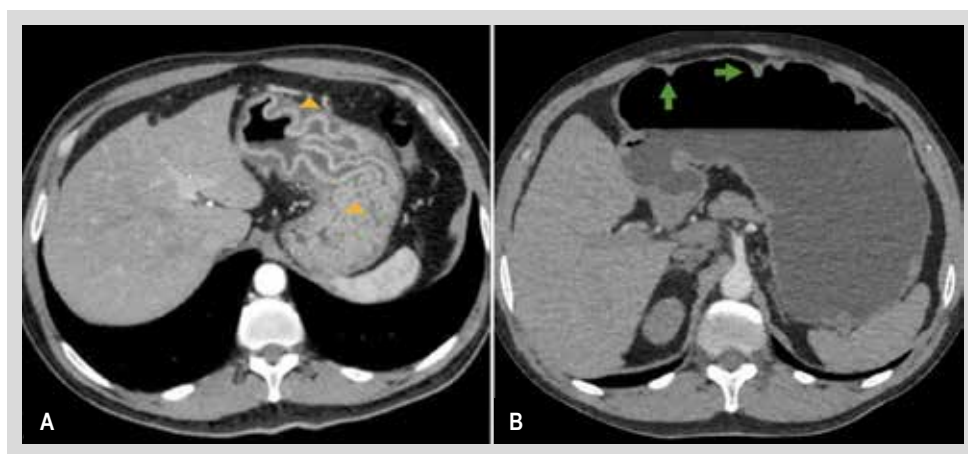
Tomografía de abdomen con contraste. (A) Cámara gástrica colapsada. Pliegues gástricos redundantes de manera difusa, con engrosamiento de mucosa y edema asociado (triángulos amarillos). Hidrotomografía. (B) Leve engrosamiento de los pliegues gástricos a predominio de fondo y el cuerpo con múltiples imágenes de aspecto polipoideo o pseudopolipoideo (flechas verdes).
